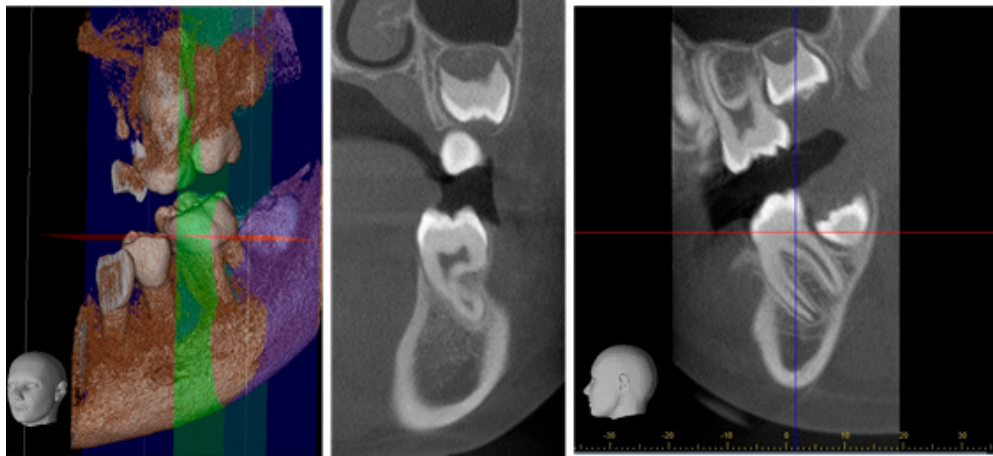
Fotografía de Cone Beam
